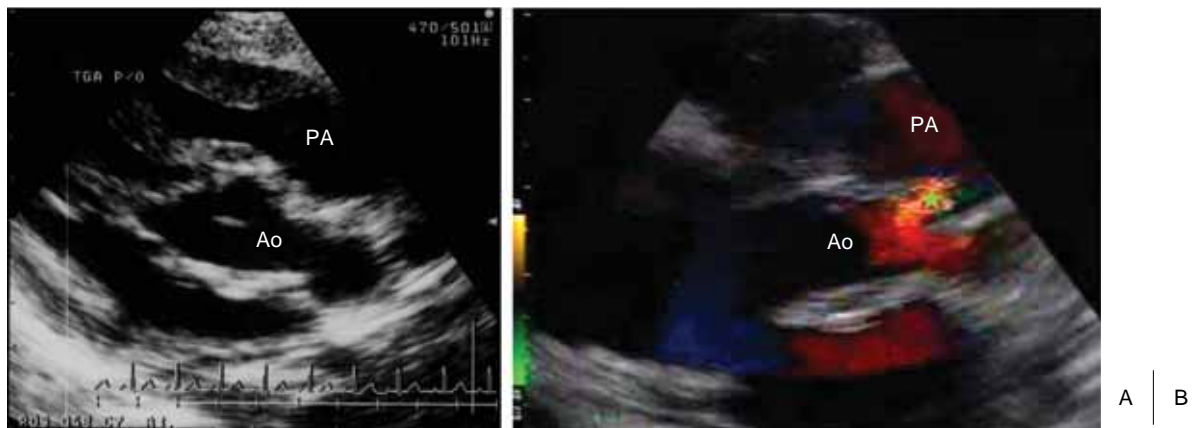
A: Echocardiography demonstrated no defect in the artery wall and no shunting flow from aorta to pulmonary artery at 3 days after balloon angioplasty. B: Echocardiography with color flow Doppler imaging demonstrated a traumatic aortopulmonary window ( ) in the same case 20 days after balloon angioplasty. Ao: aorta, PA: pulmonary artery
